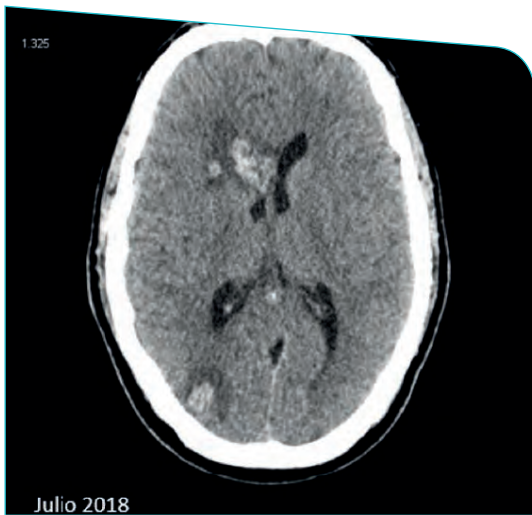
Evolución radiológica cerebral evaluada por RM a los 6 meses de tratamiento
